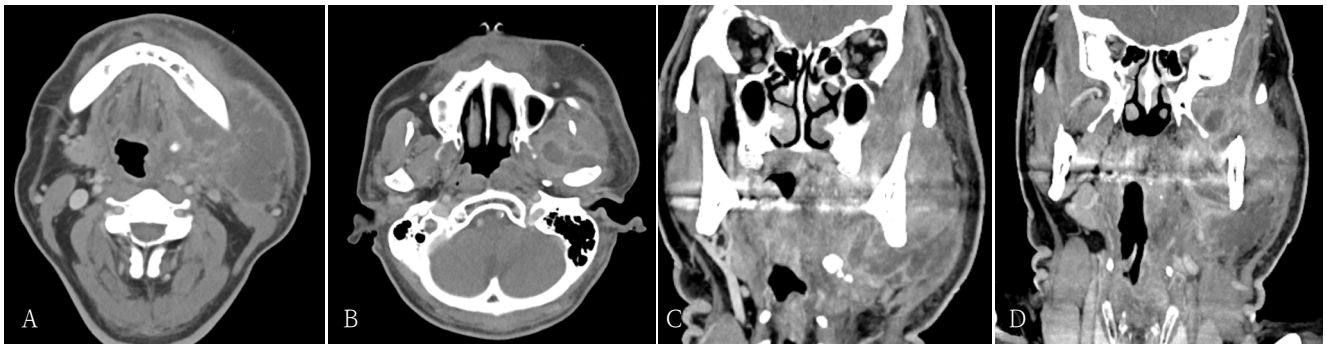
Contrast-enhanced neck computed tomographic images reveal abscess formation in the left submandibular space, pterygoid space (both medial and lateral), masseteric space, and parapharyngeal space. A and B. axial views, C and D. coronal views
